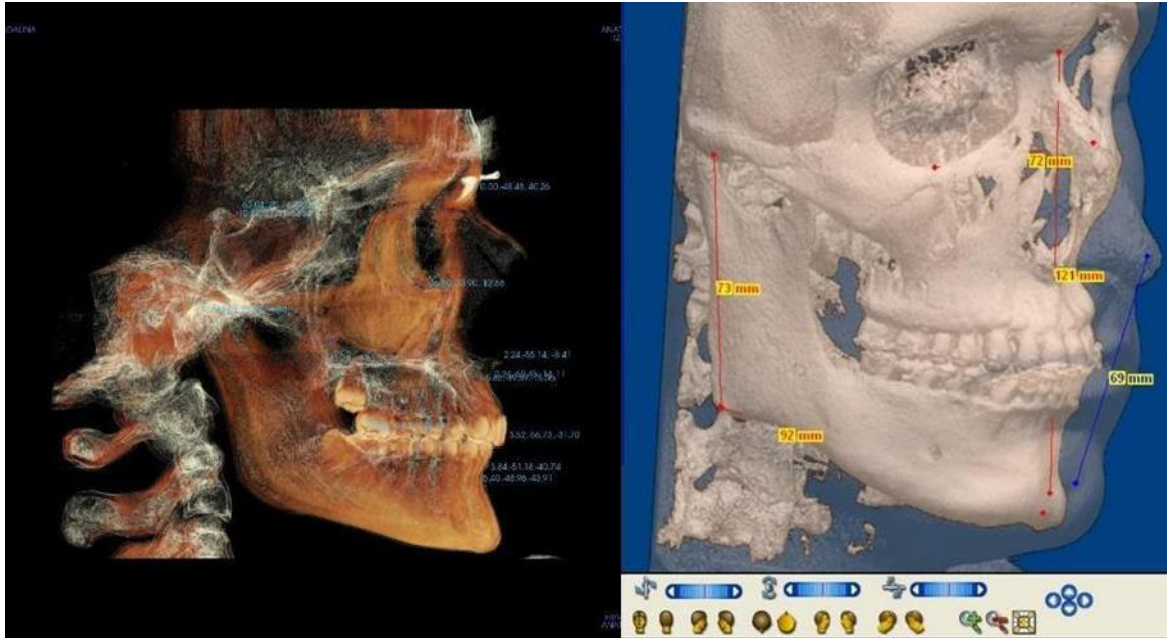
Reprezentarea digitală a teleradiografiei de profil
